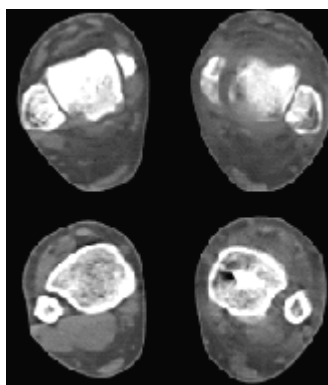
Аксиальная компьютерная томограмма голеностопных суставов после наложения гипсовой повязки. Определяются две дополнительные линии перелома большеберцовой кости в косо фронтальной плоскости.
